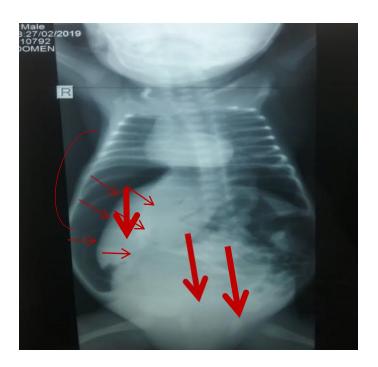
Images radiographiques montrant un croissant d'air sous diaphragmatique droit refoulant le foie et une grisaille à l'étage inférieur. Le diagnostic de la péritonite a donc été confirmé en per-opératoire car la laparotomie réalisée au 8^e jour de vie a permis de vider un épanchement stercoral d'environ 220 ml et d'observer deux perforations iléales d'environ 1,5 et 2 cm de diamètre dont les berges étaient déchiquetées à 4 et 10 cm de la jonction iléo-caecale. Un sphacèle iléal allant du septième centimètre au-dessus de la jonction iléo-caecale jusqu'à 13 cm, avec une perforation à 10 cm en plein sphacèle dont les berges étaient déchiquetées. On a observé aussi deux zones pré performatives à 11 et 12 cm en plein sphacèle, sur le bord anti mésentérique d'où l'indication d'une résection iléale. anastomose termino-terminale avait été réalisée suivie du nettoyage de la cavité et la pose d'un drain. Il est décédé au J1 post-opératoire dans un tableau de défaillance multi-viscérale.
